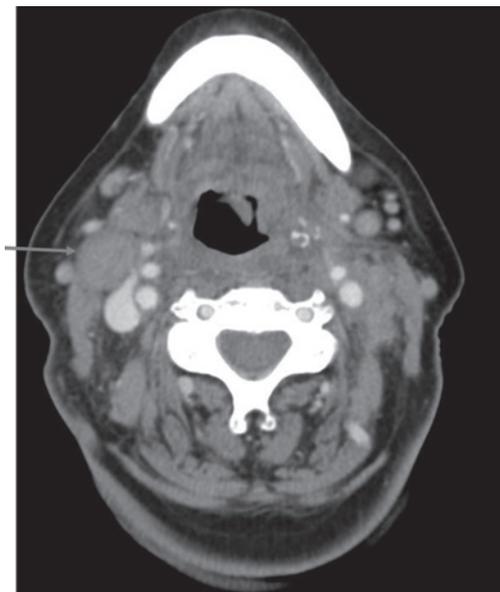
На КТ в аксиальной плоскости виден увеличенный правый верхний яремный лимфатический узел уровня II (стрелка), максимальный размер 2,5 см.
